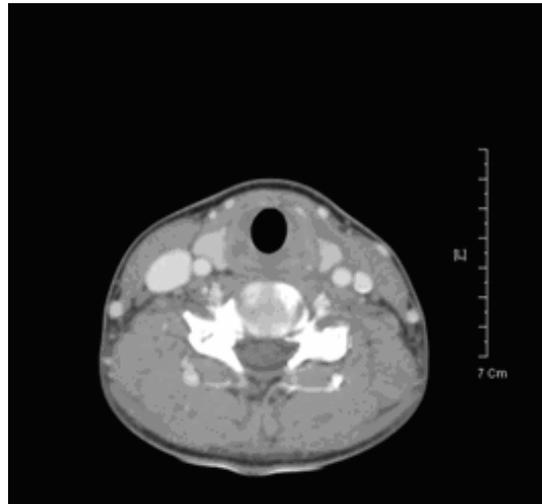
Follow-up CT showed improvement of perithyroiditis.
